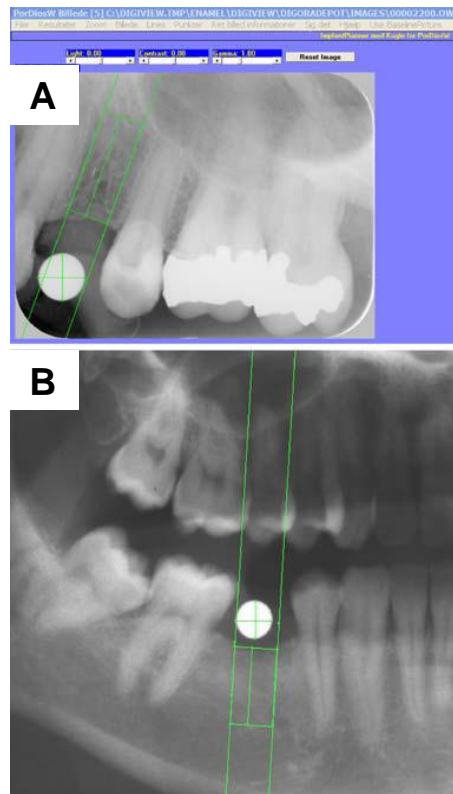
A) Radiografia periapical; B) Radiografia panorâmica com uso de esfera metálica e marcadores para mensurar diâmetro no sentido vertical e horizontal.
